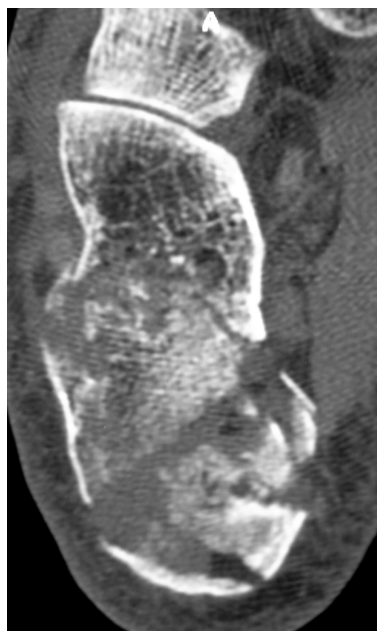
CT axial: keine Beteiligung des Calcaneocuboidgelenks
